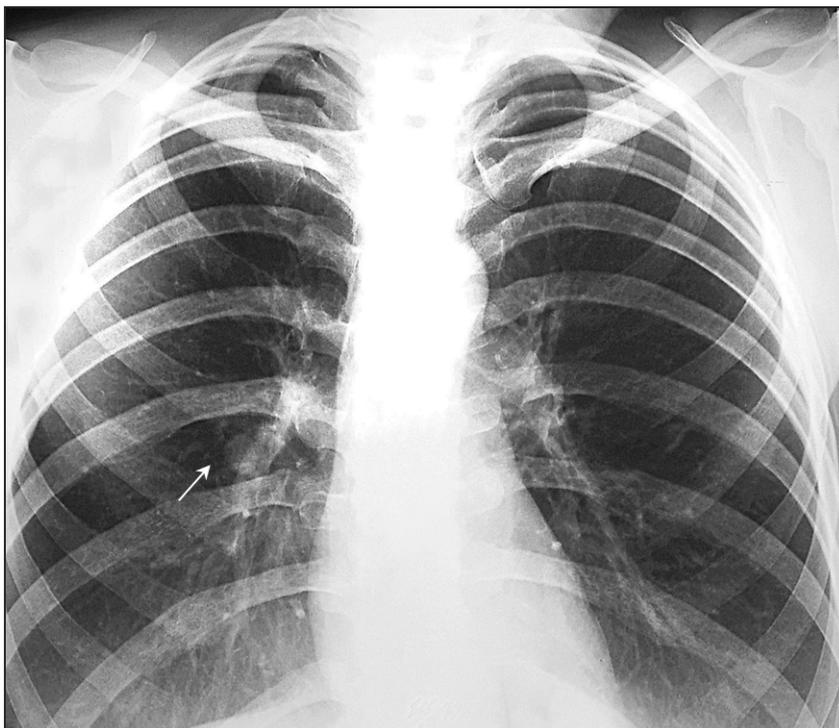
Рентгенограмма органов грудной клетки во фронтальной плоскости. В правом легком, в третьем межреберье, в проекции S3 визуализируется (стрелка) округлое одиночное образование с четкими контурами, однородной структуры, диаметром 10 мм.
